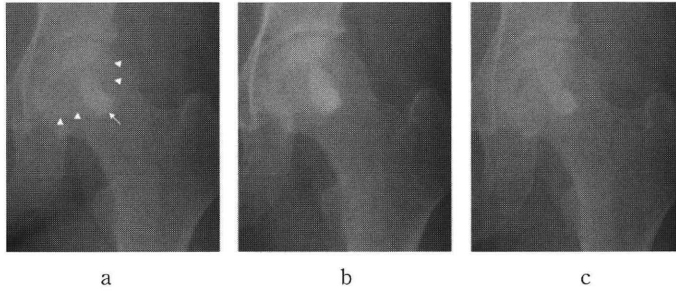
術後左股関節単純X線正面像 (a | b | c)
